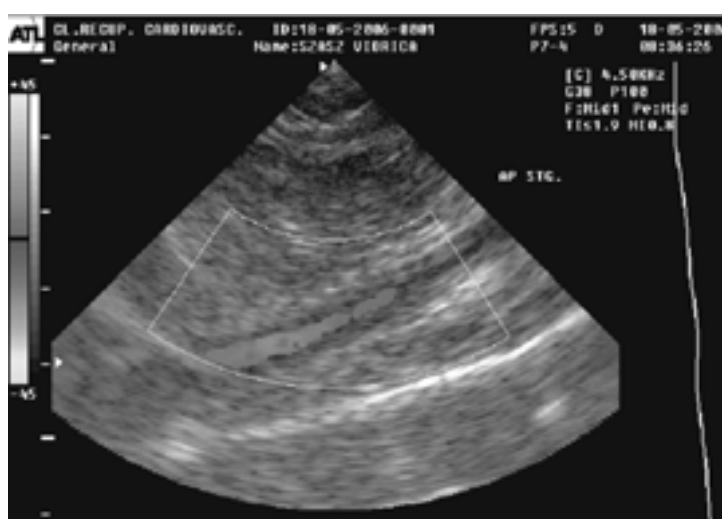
Eco Doppler color – artera poplitee stângă
